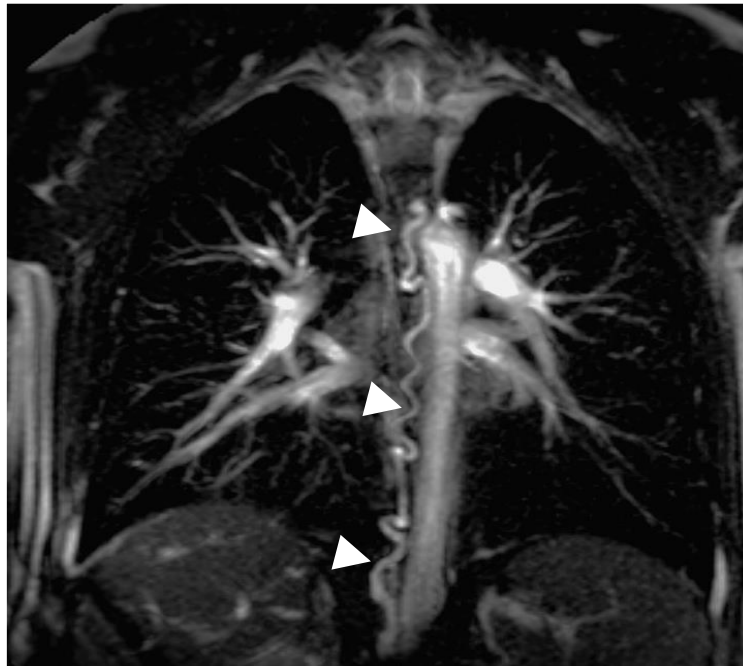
Imagen de resonancia para valoración de circulación colateral. Proyección coronal ortogonal de RMC en secuencia sangre blanca 2D. Vaso de circulación colateral para-aórtico que recorre todo el mediastino posterior para reconducir la sangre entre ambas venas cavas (flechas). Imágenes cedidas por la Dra. Bret.
